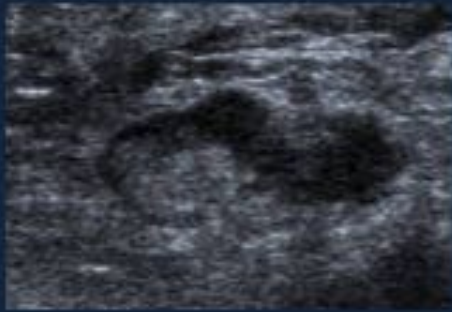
Paciente de 60 años con adenopatía axilar derecha. En la ecografía se ponía de manifiesto la existencia de múltiples ganglios de aspecto patológico, alguno de ellos con necrosis. Se realizó PAAF y BAG con resultado de “inflamación crónica granulomatosa nectrotizante”. En sangre se obtuvo serología + para *Francisella tularensis*.
